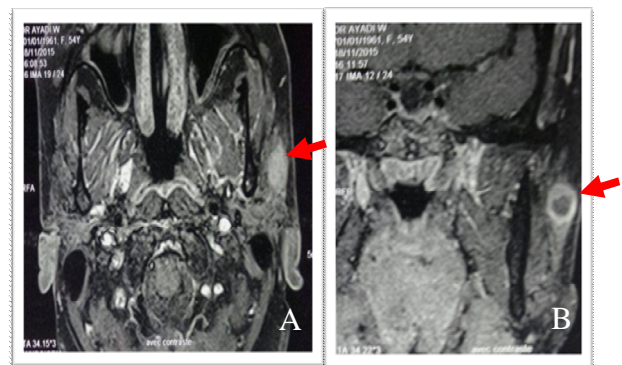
IRM parotidienne en coupe axiale (A) et coronale (B), séquence T1 après injection de Gado : masse du lobe superficiel de la glande parotide gauche qui se réhausse après Gado
